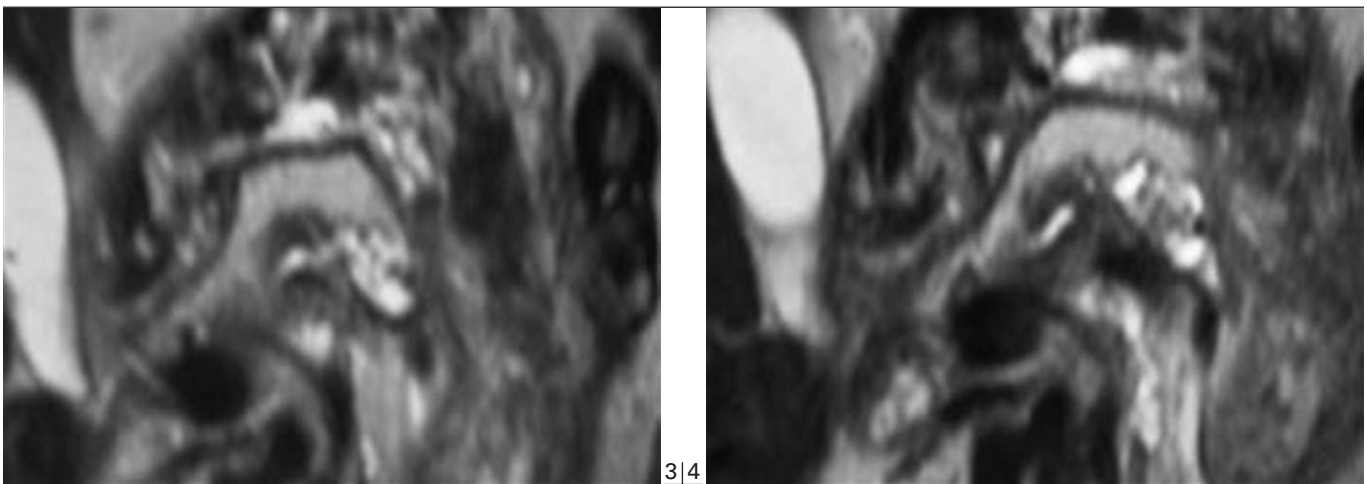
IRM coupes fines axiales pondérées T2.
